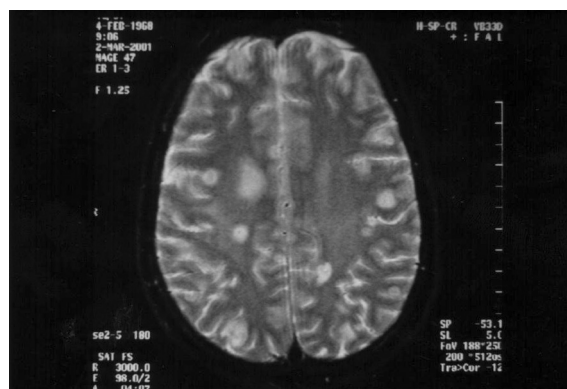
IRM cérébrale : coupe axiale en écho de gradient : miliaire nodulaire fronto-pariétale bilatérale sous forme d'lypsinaux
